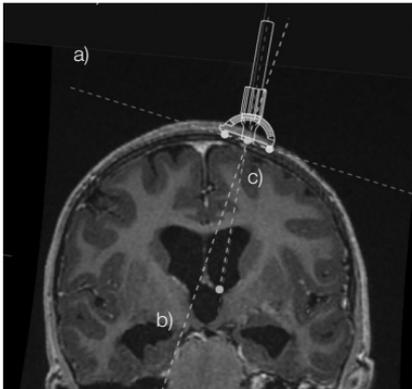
MRT in rekonstruierter Schicht entlang des Katheters
